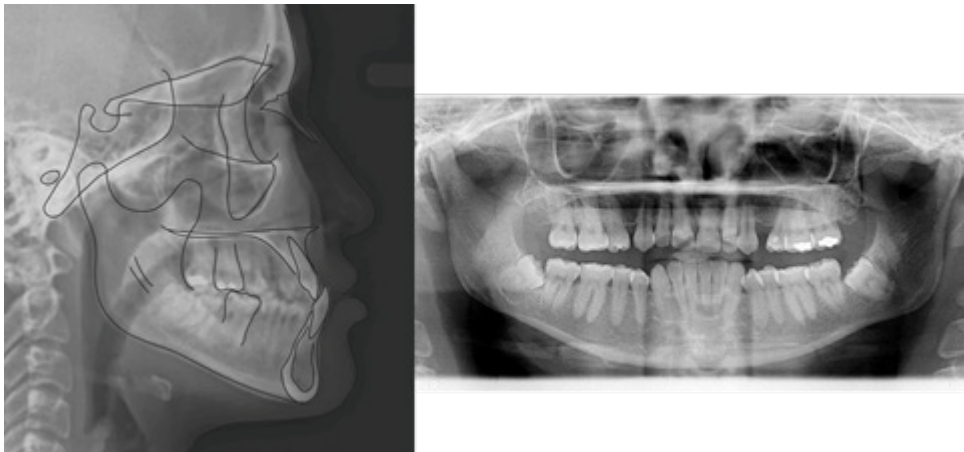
Cephalometric radiograph with tracing and panoramic radiograph before treatment.
